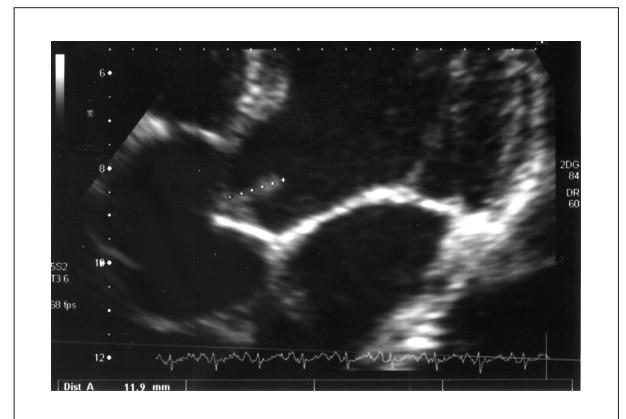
Ecocardiografia transtorácica evidência espessamento em valva aórtica com estrutura ecogênica móvel, medindo 11 mm no maior diâmetro.
